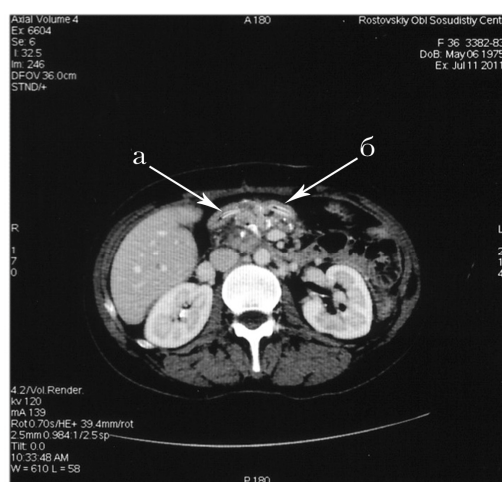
Томограмма больного С.
